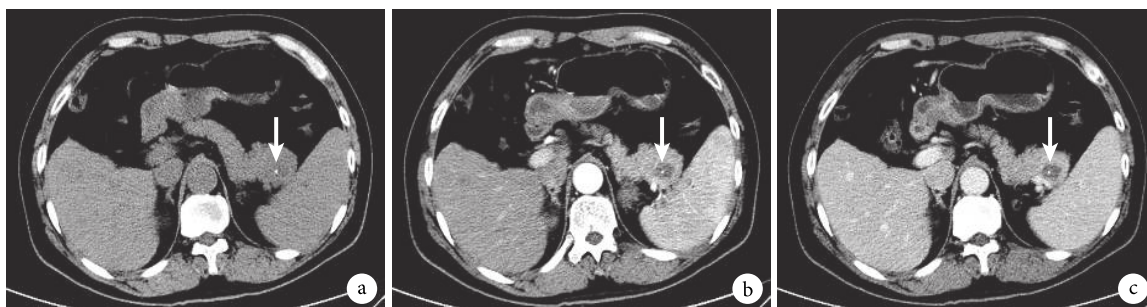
示 54 岁的男性非富血供 pNEN 患者的 CT 图
